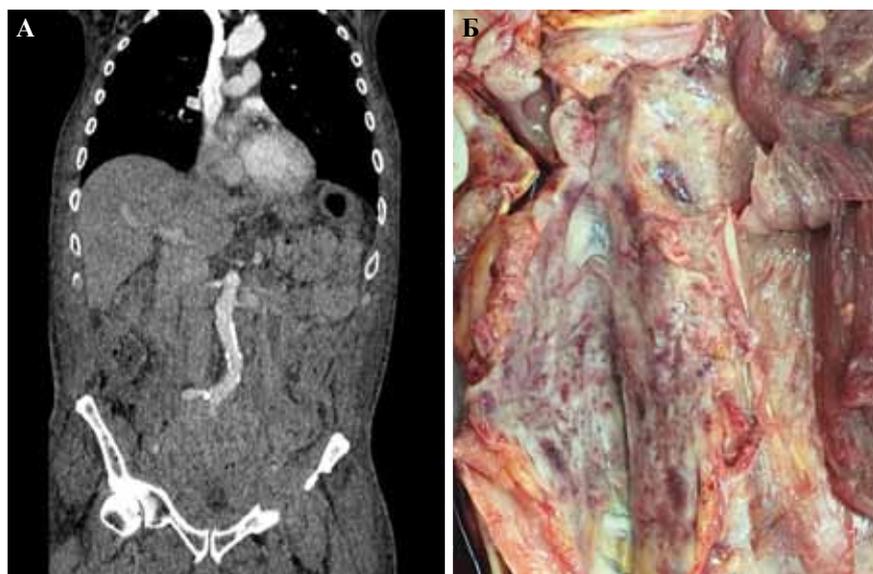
МСКТ, артериальная фаза контрастирования, фронтальное изображение (А), патологоанатомический препарат (Б) – инфильтративный процесс забрюшинного пространства, полости таза, отек клетчатки.
